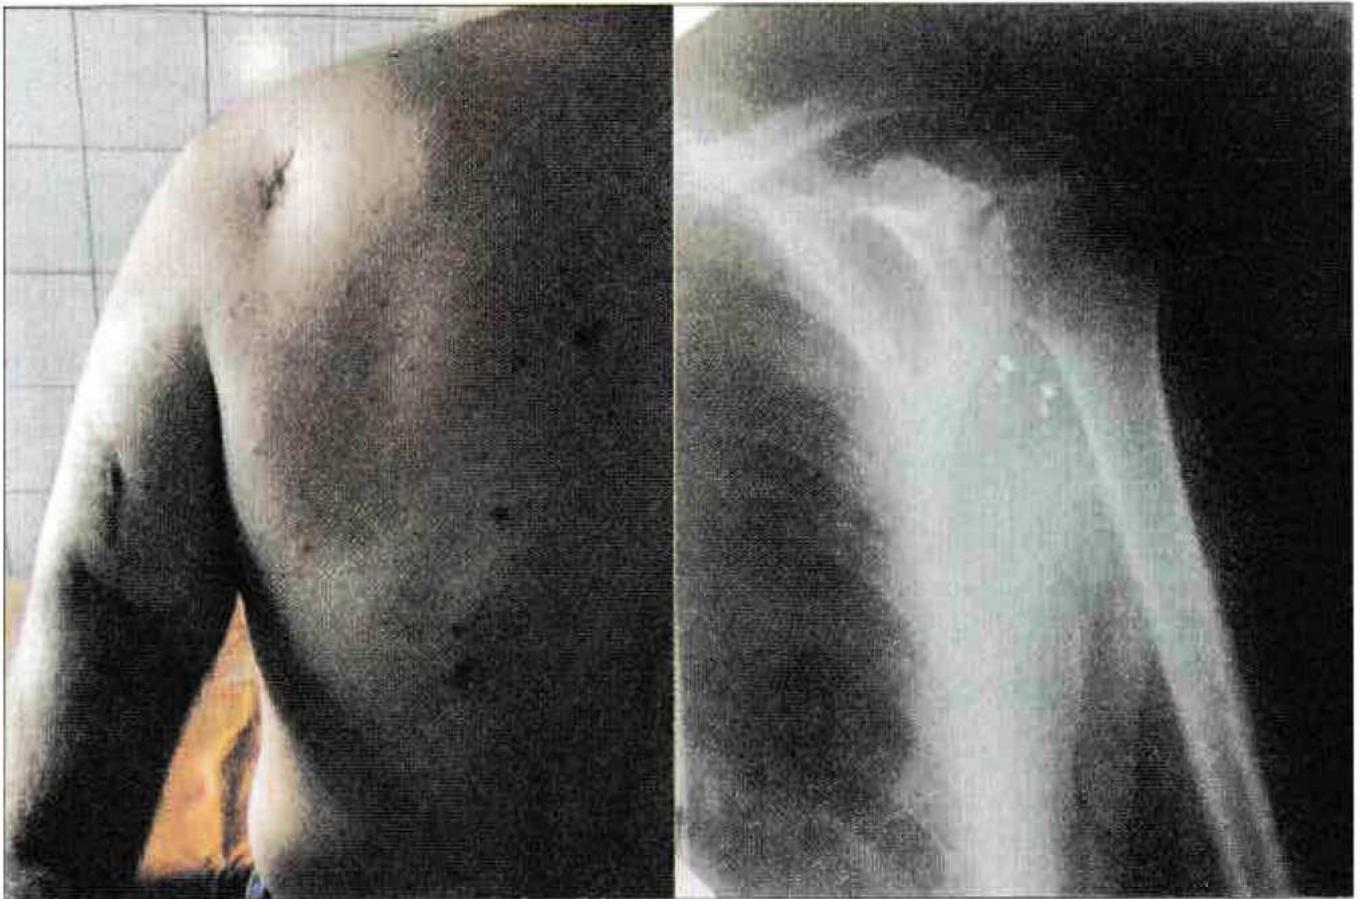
Мінно-вибухове осколкове поранення верхньої кінцівки. Післятравматична нейропатія лівого ліктьового нерва. А. – локальний статус. В. – Рентгенограма верхньої кінцівки та частини плечового поясу.
